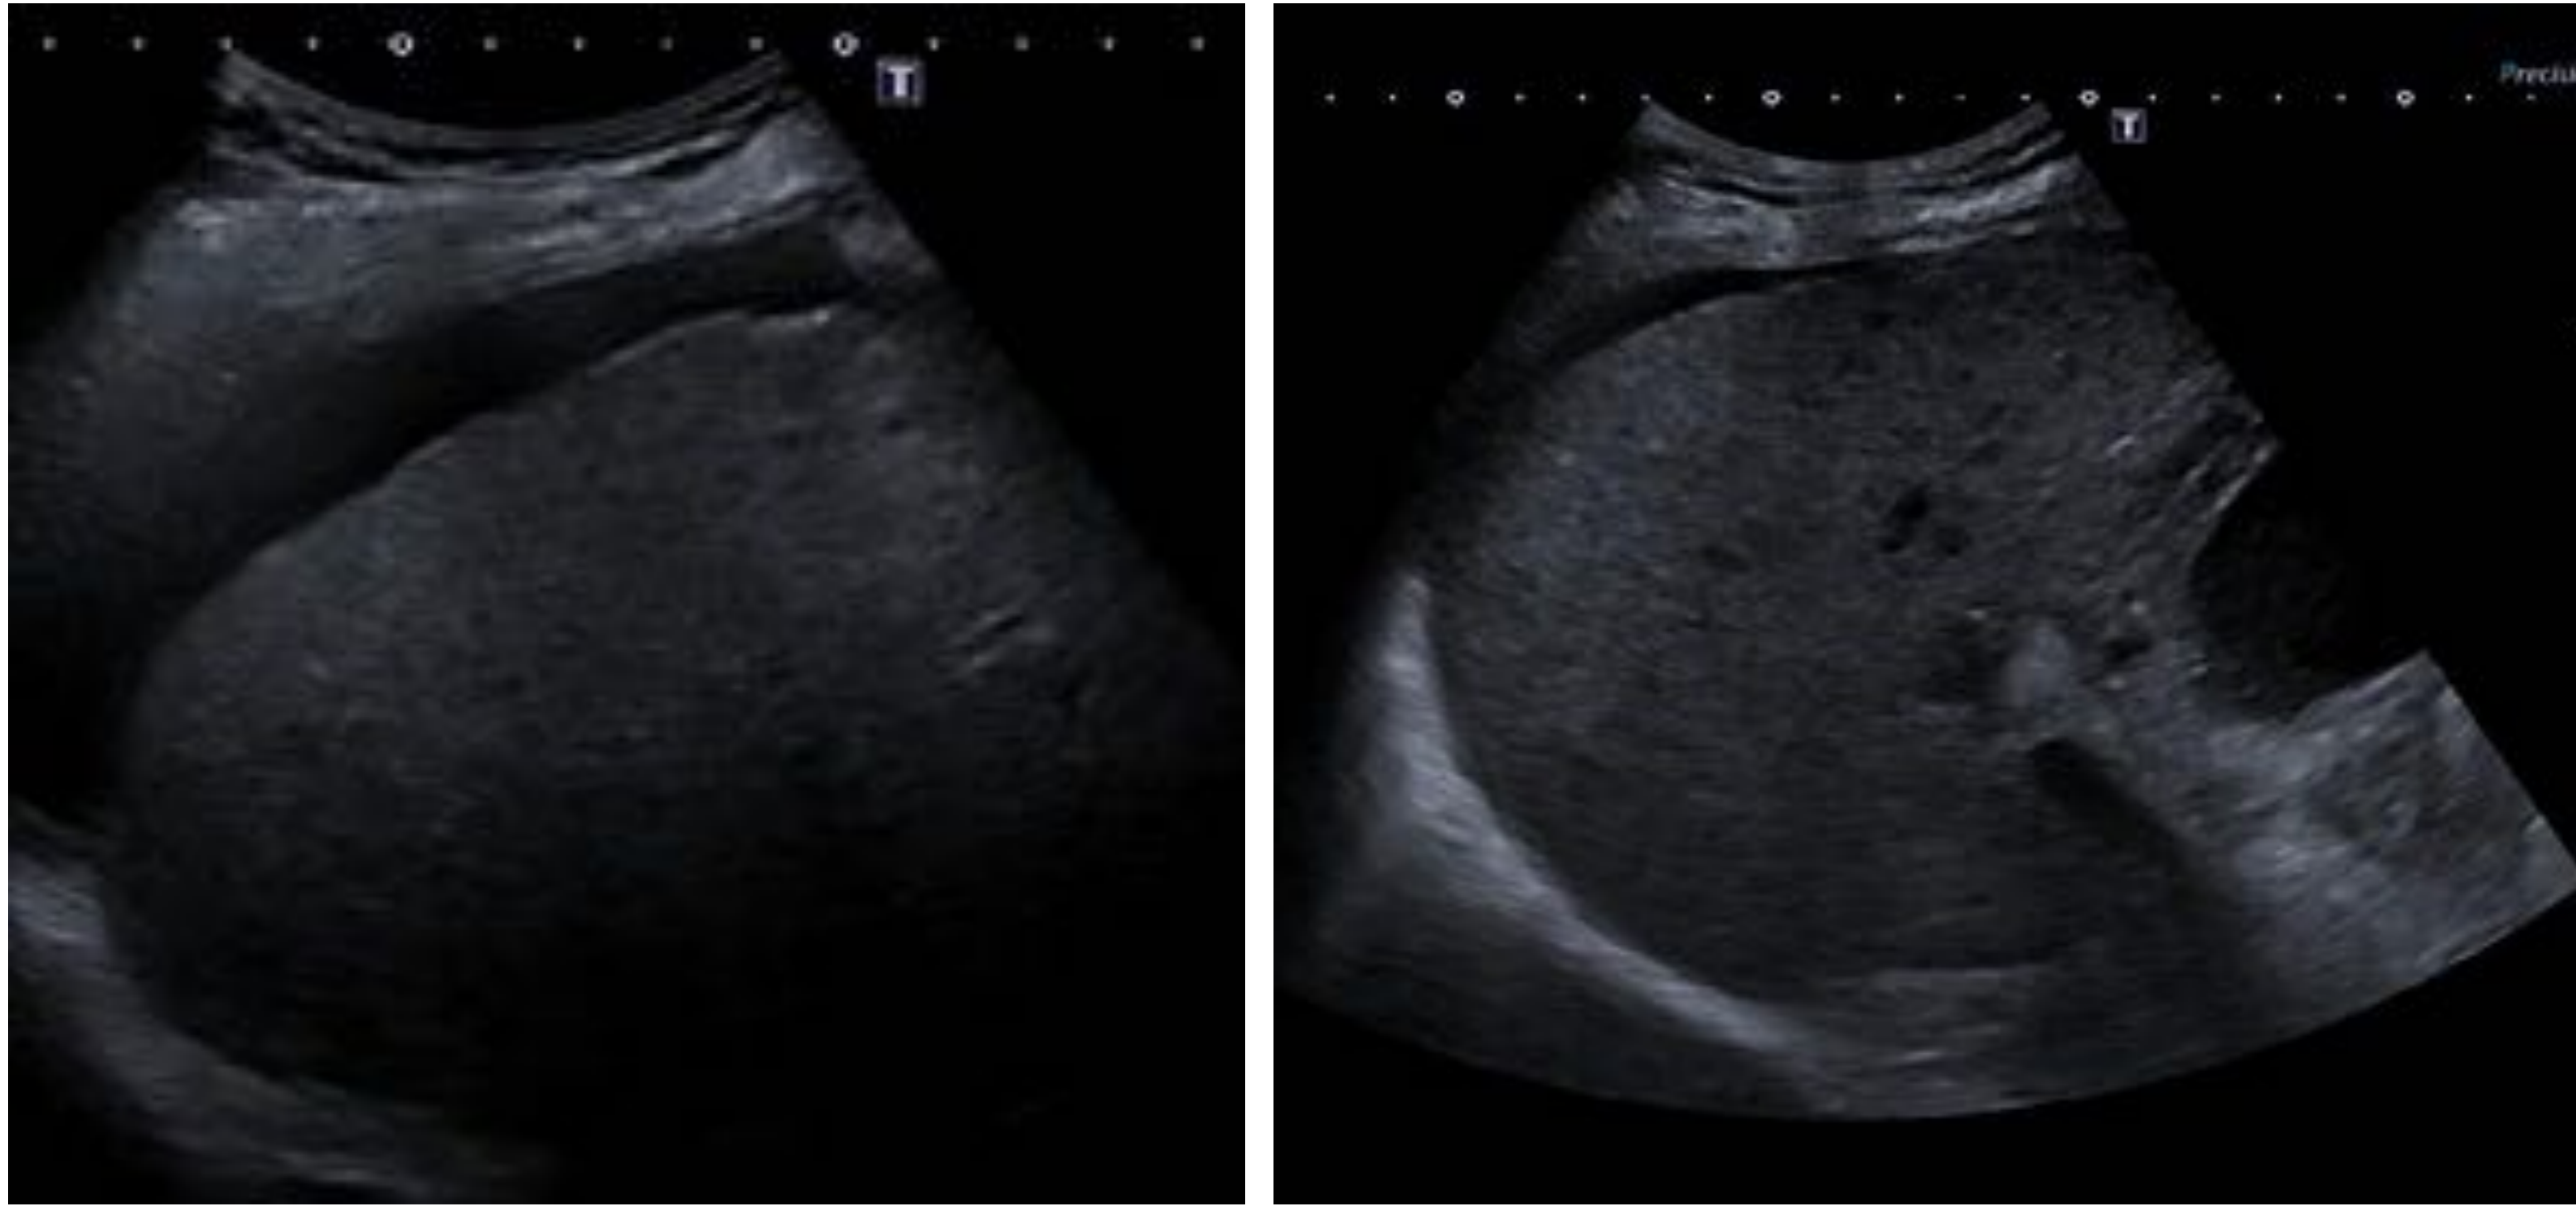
Nódulos de regeneración en ecografía: hígado de bordes lobulados y ecoestructura heterogénea con imágenes micronodulares hipoeoicas mal definidas, algunas de las cuales pudieran corresponder con micronódulos de regeneración en contexto de hepatopatía crónica; ascitis en leve cuantía.
